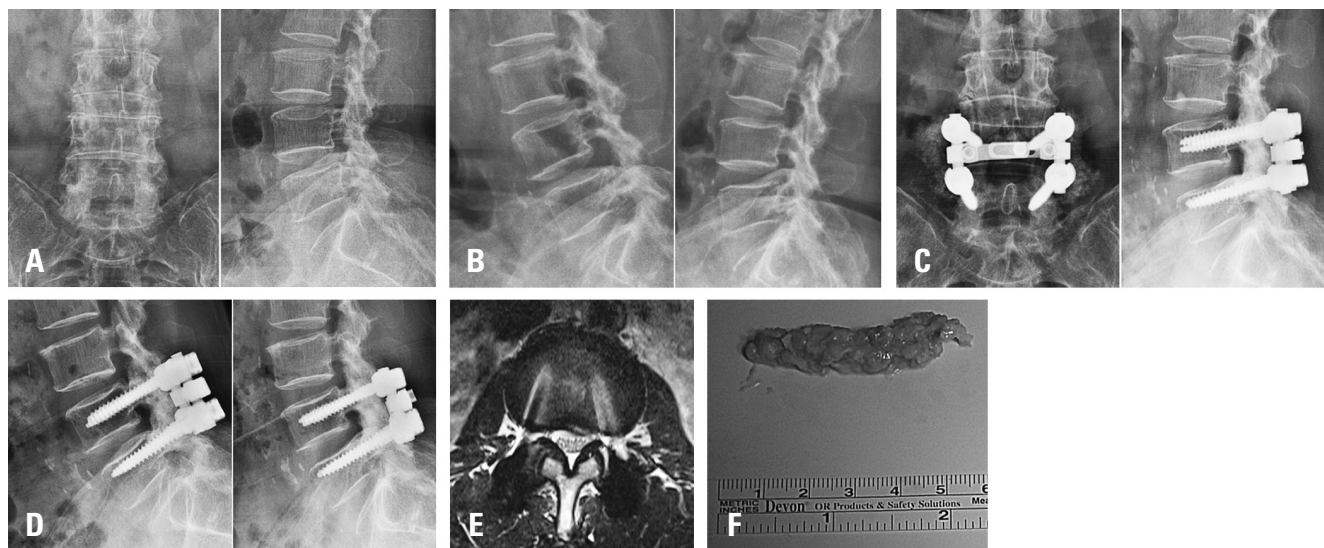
(A) A 62-year-old female patient with spinal stenosis at L4-5: simple anteroposterior (AP) and lateral radiographs before lumbar posterolateral fusion. (B) Flexion-extension lateral radiographs before lumbar posterolateral fusion. (C) At 63 months postoperatively, simple AP and lateral radiographs before percutaneous endoscopic lumbar discectomy show almost no interval change of L3-4 disc height. (D) Flexion-extension lateral radiographs show an L3-4 segmental angulation change of 5.4°. (E) Left-side central disc herniation of the L3-4 segment without spinal stenosis on magnetic resonance imaging taken before percutaneous endoscopic lumbar discectomy (PELD). (F) The disc material removed after PELD; the patient's prognosis was good.
